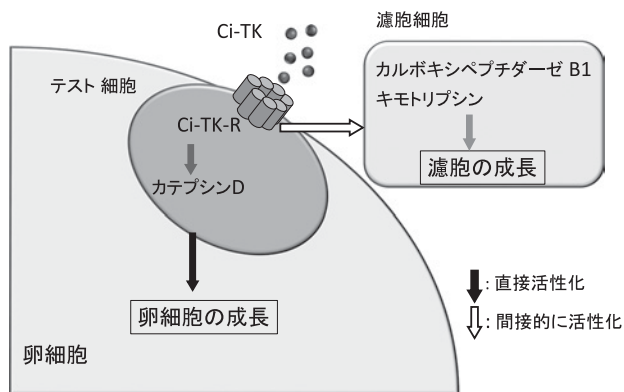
カタウレイボヤのタキキニン、Ci-TKによる卵黄形成期卵胞の成長促進
